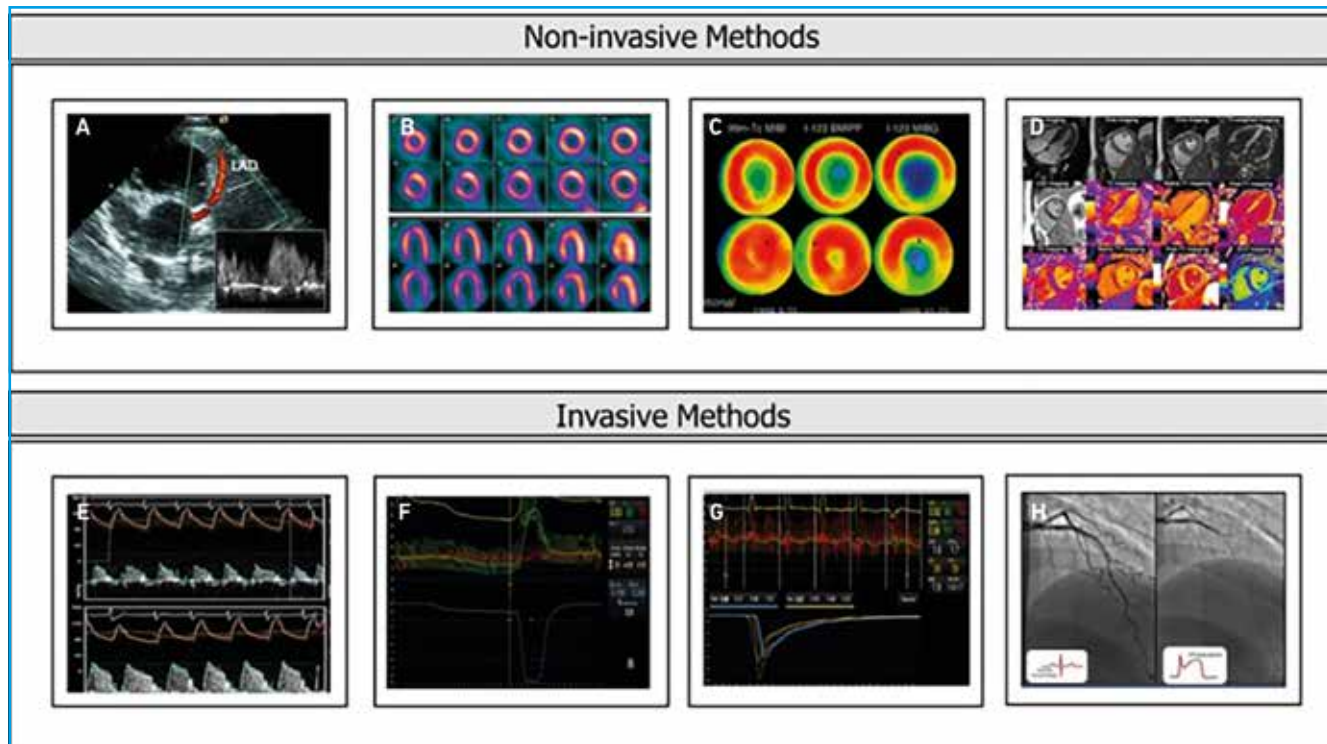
Les différentes techniques d'évaluation de la circulation distale. A : doppler transthoracique de l'IVA. B : PET. C : scintigraphie myocardique (SPECT). D : IRM. E : doppler. F et G : thermodilution. H : test à l'acétylcholine.
